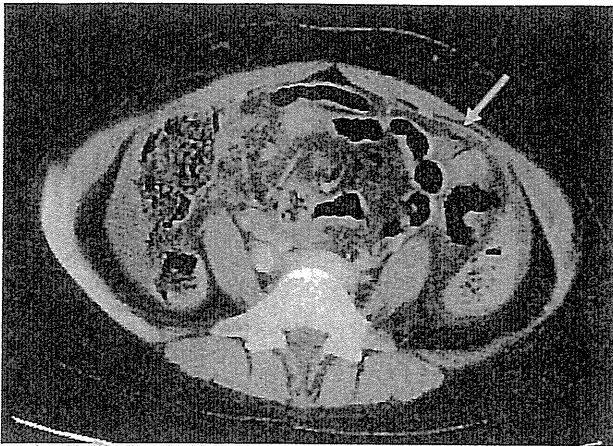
Enhanced abdominal CT shows fluid collection and free air (arrow).
